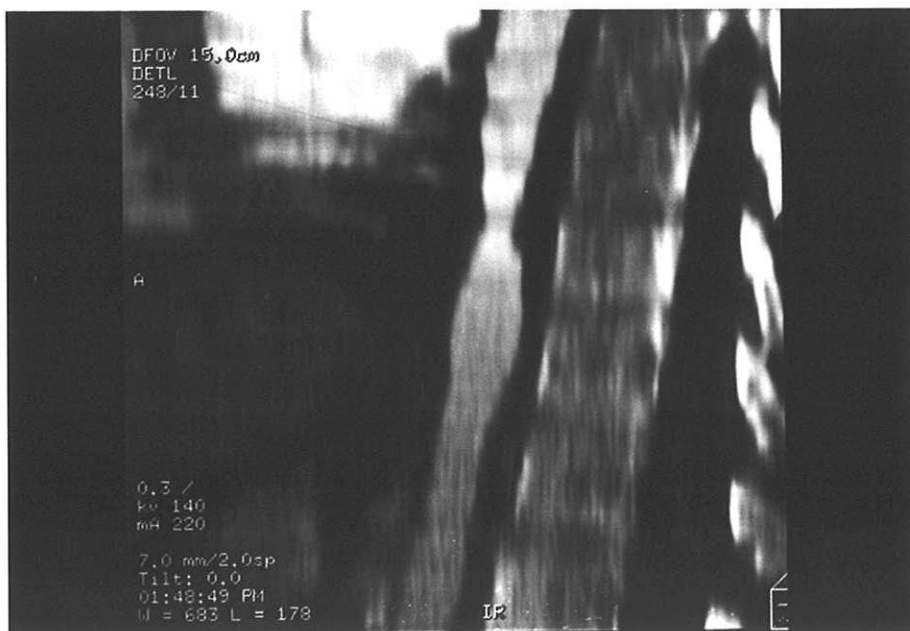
TDM spiralé avec IV en coupe axiale de l'aorte thoracique descendante. Février 1997.
